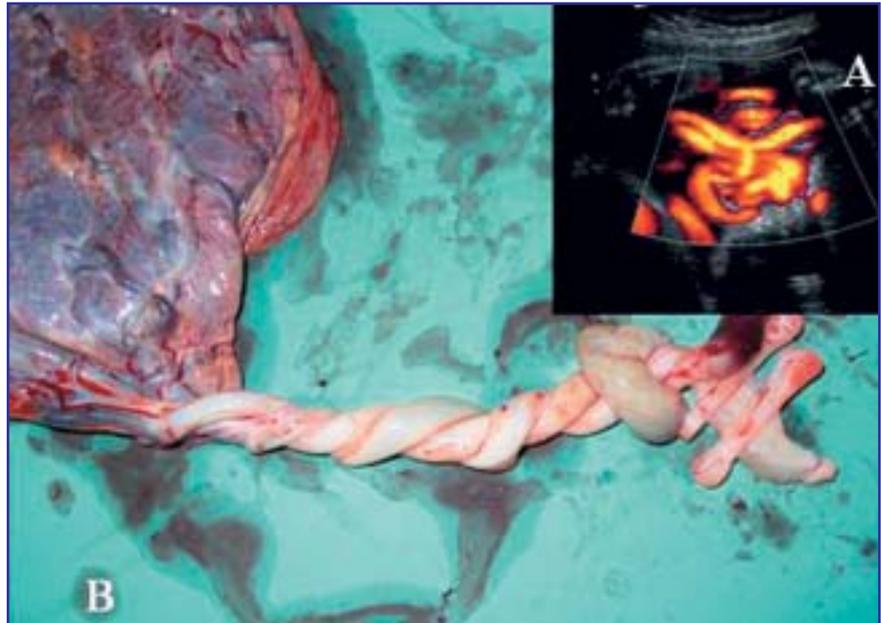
Monoamniote Schwangerschaft mit typischem «Entanglement» (Umwicklungen und Knotenbildung) der Nabelschnüre. A) sonografische Darstellung dieser Nabelschnurumwicklung und B) postnatale Bestätigung des pränatalen Befunds.
